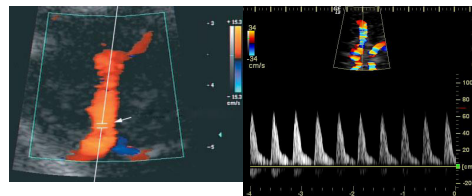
Doppler pulsado
